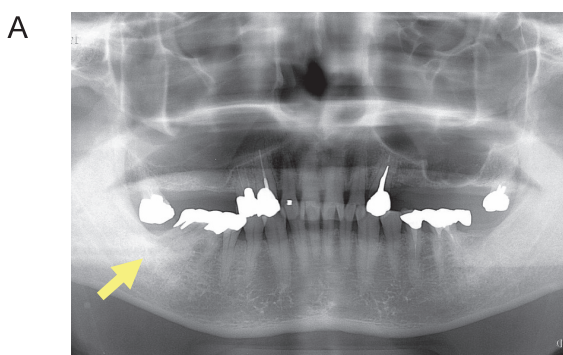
A：症例2のパノラマX線写真，全顎に歯槽骨の骨レベルの低下および右側第一，第二大臼歯周辺のX線透過像を認めた（黄矢印） B：当科にての消炎処置とCRP値の変化
